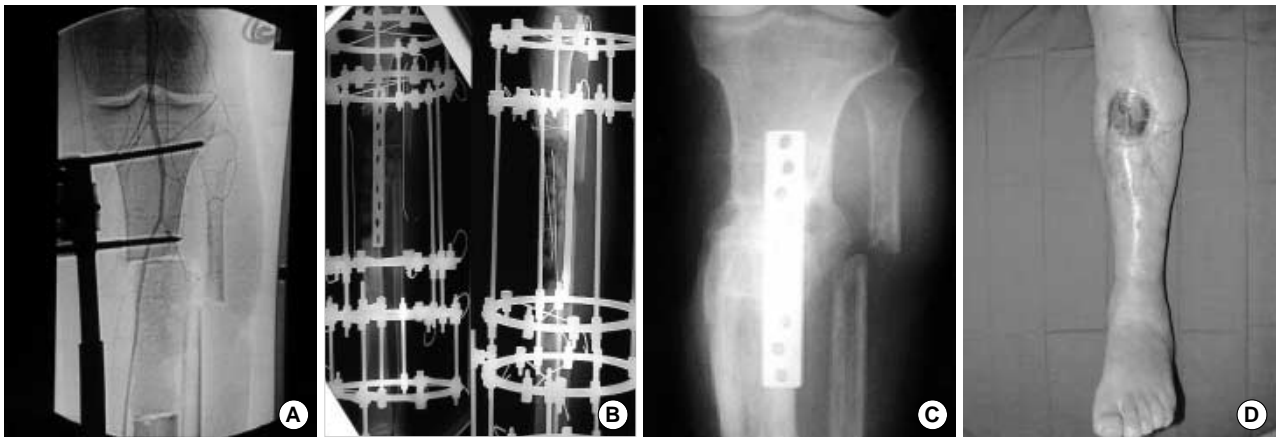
(A) Initial angiogram showing the anterior tibial artery & peroneal artery obstruction and an 11.5 cm bone defect. (B) Corticotomy and distraction is started. (C) 37 months after surgery, X-ray after removal of Ilizarov apparatus showing bony union. (D) At a postoperative 3 years, this photograph shows unstable soft tissue coverage.
